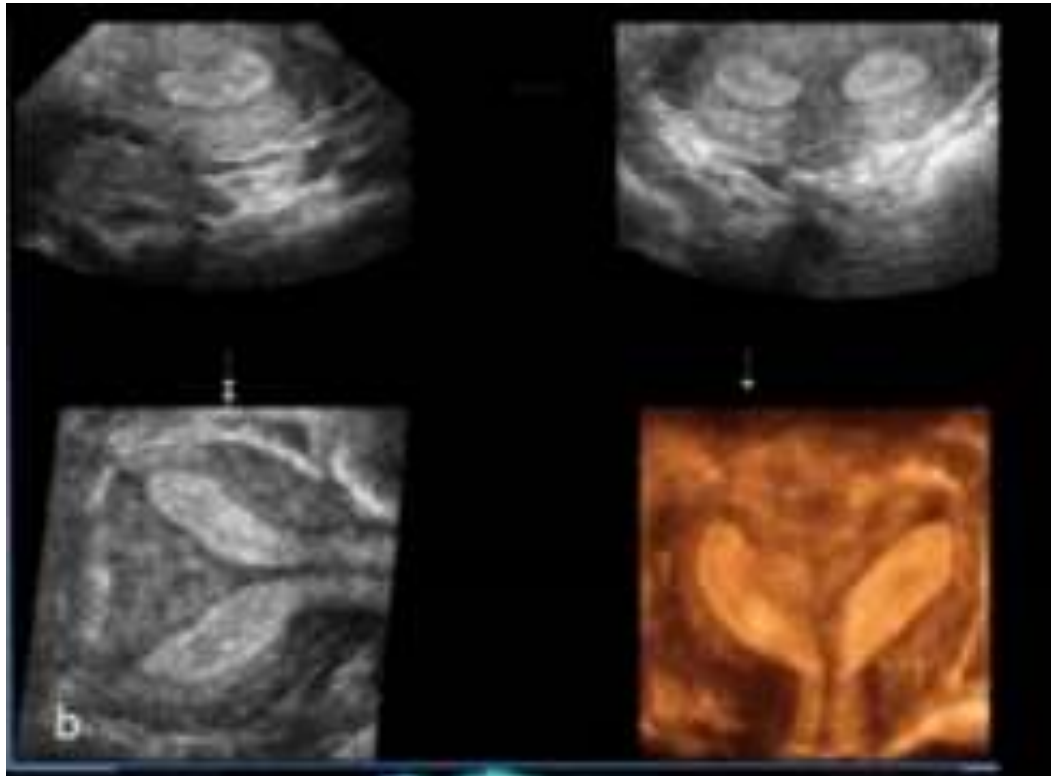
Utérus cloisonné corporel en échographie 3D : U2b [9]
